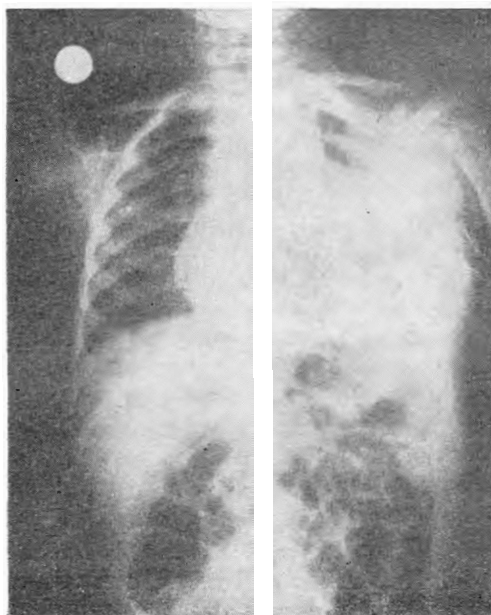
Radiografía postoperatoria del caso "
